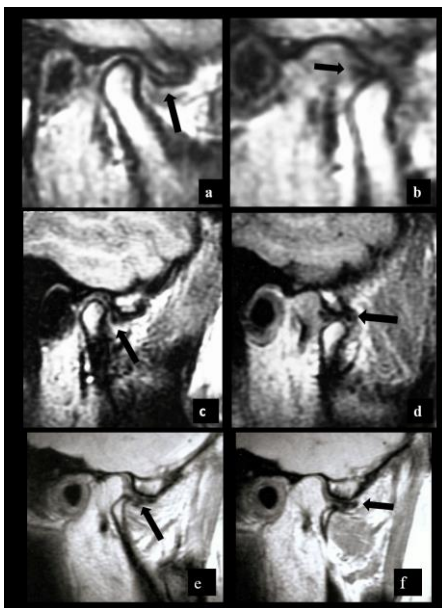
Позиция суставного диска, диагностированного с помощью МРТ
